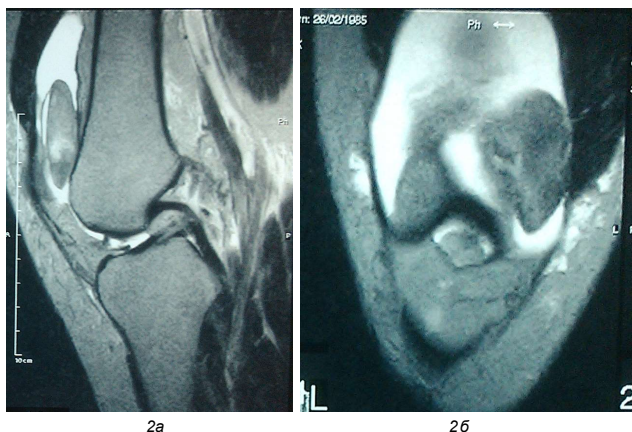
2б. МРТ-ознаки наявності внутрішньосуглобової вузлової маси низької інтенсивності сигналу на T1 та T2 режимах сканування.
